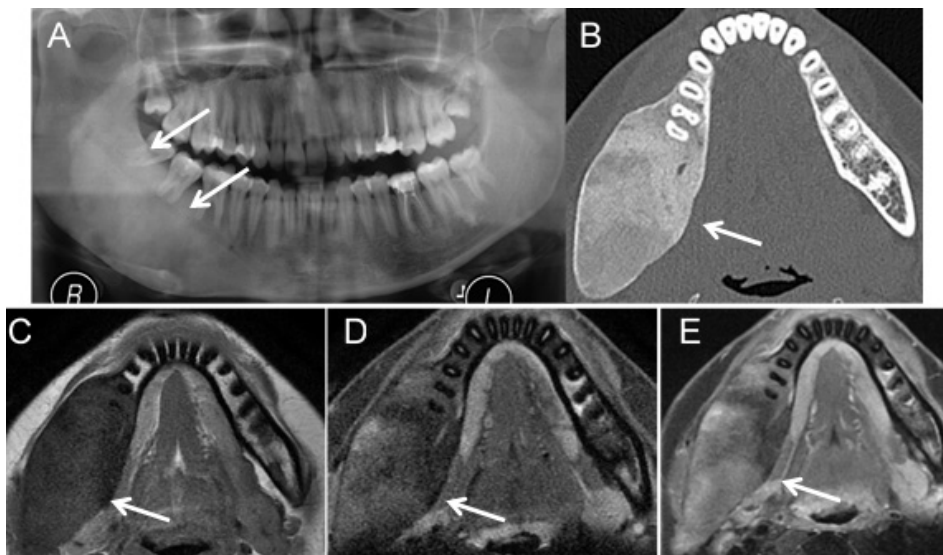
Displasia fibrosa monoostótica. Ortopantomografia (A) e imagem axial de TC em janela óssea (B) mostram uma lesão expansiva com atenuação homogênea, em vidro despolido, relativamente homogênea, afectando o ramo ascendente direito da mandíbula (setas). Apresenta uma zona de transição pouco definida mas não condiciona efeito de massa nem erosão das peças dentárias. Imagens axiais de RM ponderadas em T1 (C), T2 (D) e após administração de gadolínio (E), permitem observar que a lesão (setas) é ligeiramente hipointensa em relação aos músculos em T1, apresenta áreas de hipersinal em T2 e um realce heterogêneo após contraste.
